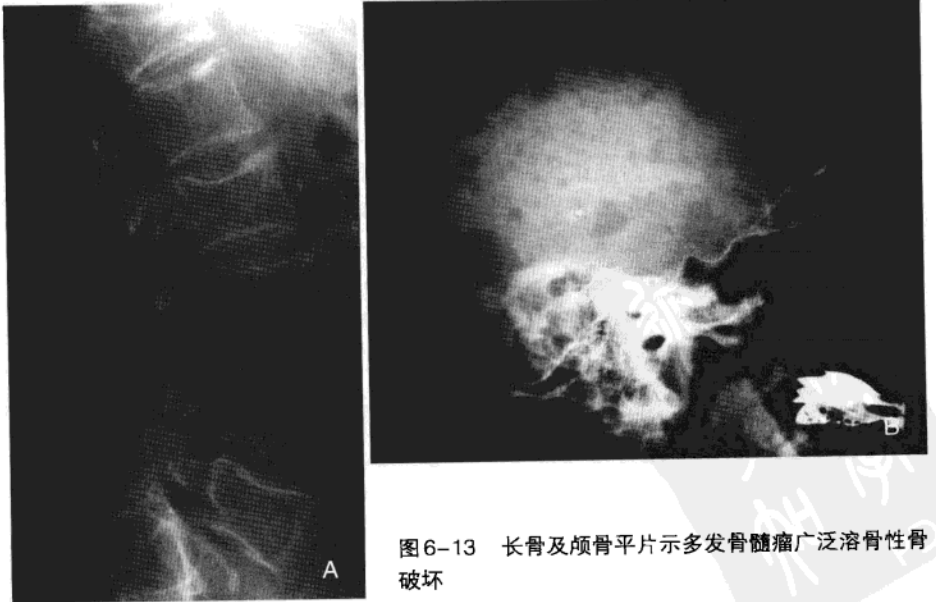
长骨及颅骨平片示多发骨髓瘤广泛溶骨性骨破坏
